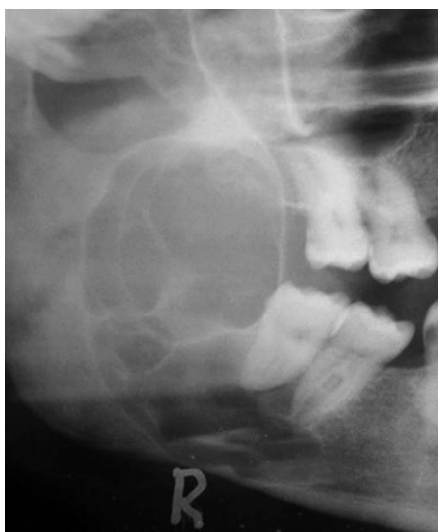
Tumefacción mandibular: ameloblastoma que presenta un aspecto multilocular en la radiografía, donde aparece en su localización típica (zona posterior de la mandíbula).
